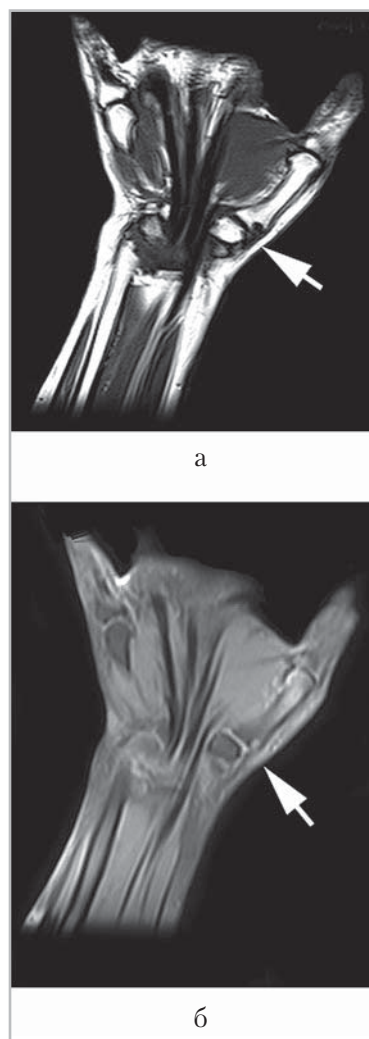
Магнитно-резонансные томограммы правой кисти на уровне I запястно-пястного сустава пациентки с псориатической артропатией, давность заболевания 3 года: *а* — T1-ВИ; *б* — T1-ВИ с погашением сигнала от жира; в основании I пястной кости определяется субхондральная эрозия округлой формы с ободком остеосклероза по периферии (*стрелка*)
